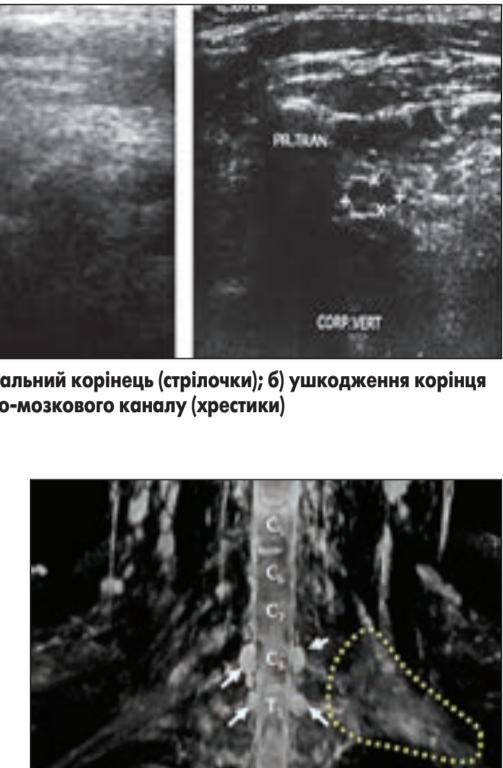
МРТ плечових сплетень при двосторонньому ушкодженні. Стрілками показано псевдоменігоцеle як опосередковану ознаку авульсії корінців. Пунктиром виділено місце фіброзного здавлення стовбура плечового сплетення
